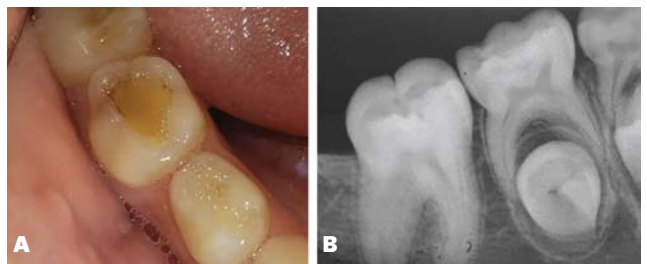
Pieza 8.5 A) Imagen clínica preoperatoria. B) Radiografía preoperatoria
